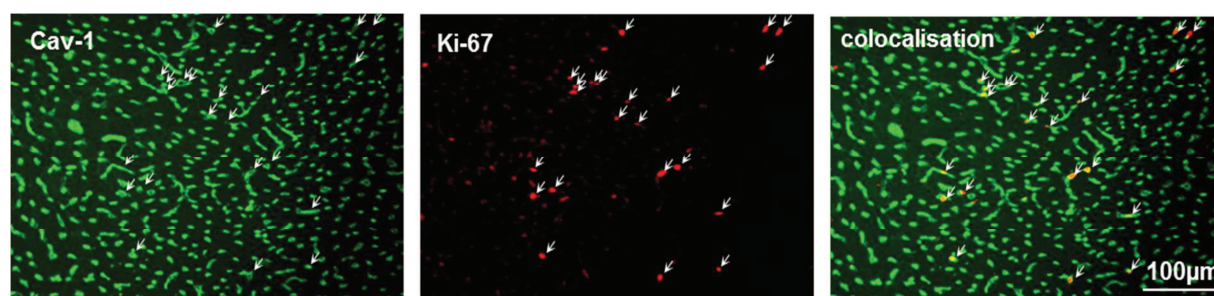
Immunolocalisation de la cavéoline-1 et du Ki-67 dans des coupes de cœur de souris RM-Cardio traitées à l'aldostérone. La colocalisation des deux marquages montre que les cellules en prolifération sont les cellules endothéliales du cœur. Echelle : 100 µm; Cav-1 : cavéoline-1.
